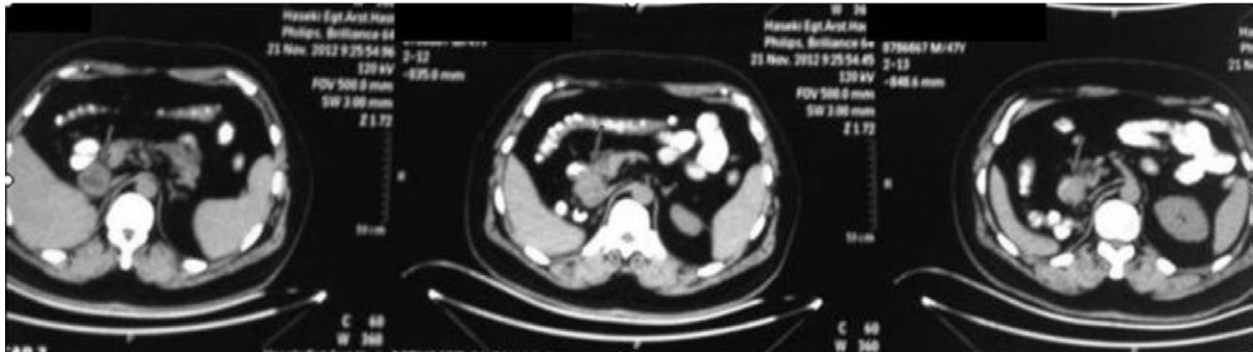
Computed tomography view of duodenal GIST.
